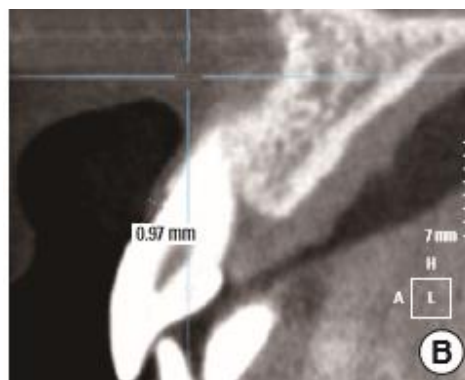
cone Beam sur 11 avec biotype fin <1,5.
